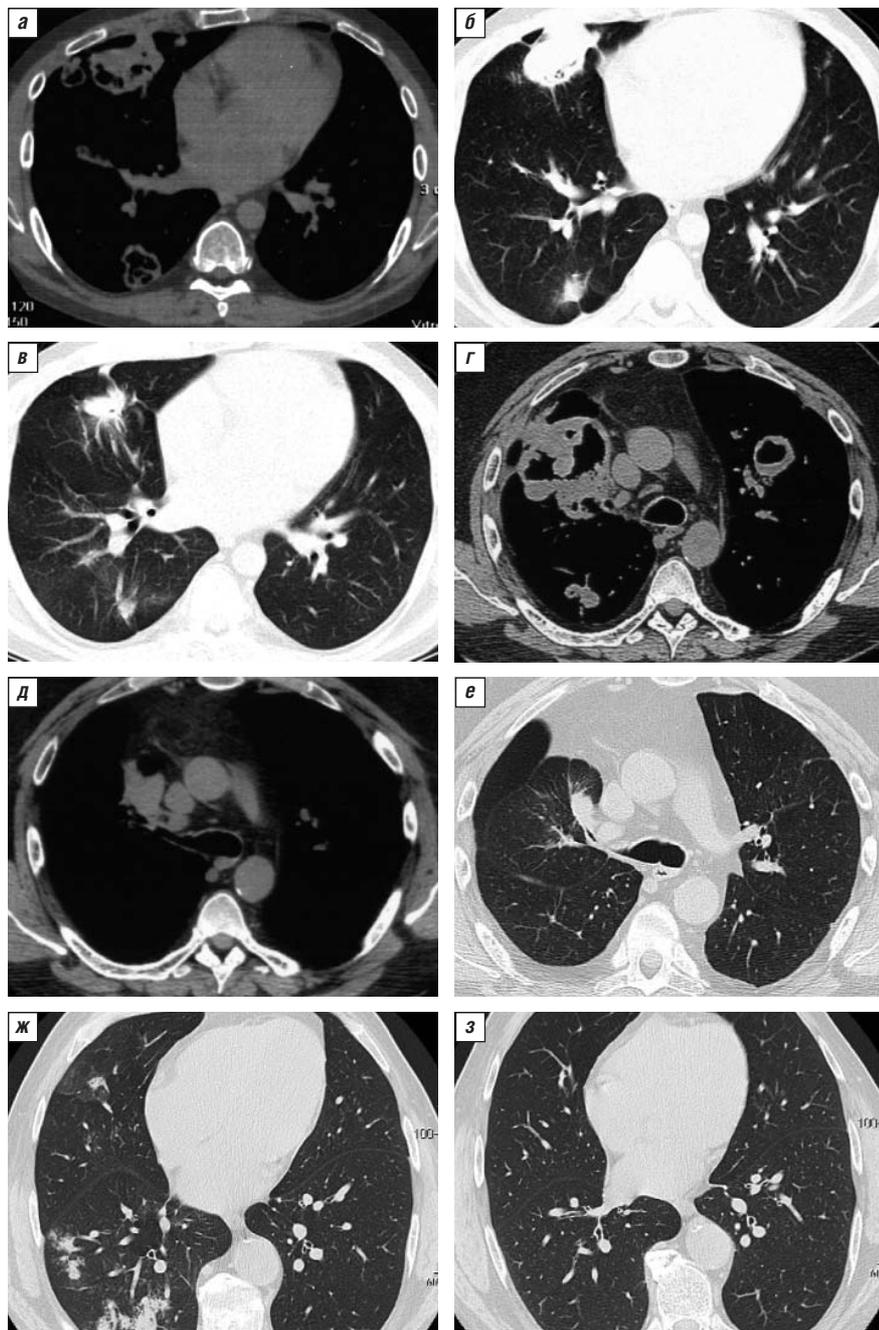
Динамика изменений в легких по данным КТ в результате лечения РТМ у больных АНЦА-СВ: двух пациентов с рефрактерным ГПА (а–в и г–е) и больного МПА с антителами к ПРЗ (ж, з). Больной с рефрактерным ГПА: а – множественные гранулемы в легких с полостями распада; б – через 3 мес после первого курса РТМ (суммарная доза 2 г) – уменьшение числа и размеров гранул, исчезновение полостей распада; в – через 6 мес после третьего курса РТМ (суммарная доза за все время лечения 4 г) – медленное уменьшение размеров гранул. Второй больной с рефрактерным ГПА: г – множественные гранулемы в легких с крупными полостями распада; д – через 9 мес после первого курса РТМ (суммарная доза 2 г) – значительное уменьшение числа и размеров гранул, исчезновение полостей распада; е – через 12 мес после второго курса РТМ (суммарная доза за все время лечения 3 г) – ремиссия ГПА. Больной с МПА и антителами к ПРЗ: ж – альвеолит, осложненный кровохарканьем; з – через 6 мес после первого курса РТМ (суммарная доза 2 г) – отсутствие изменений в паренхиме легких
